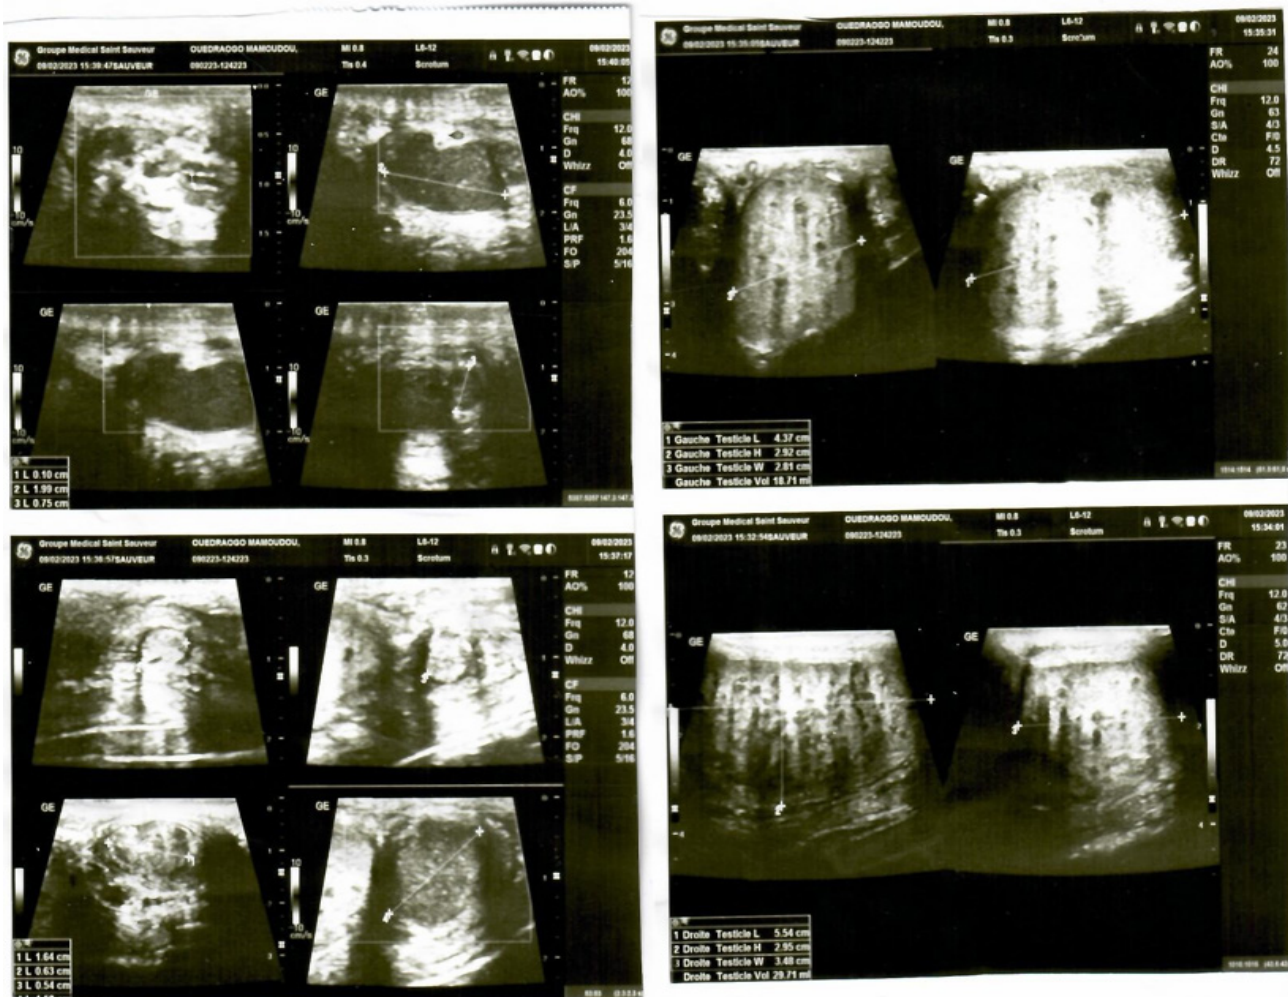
Image échographique d'une masse testiculaire chez un patient de 43 ans
